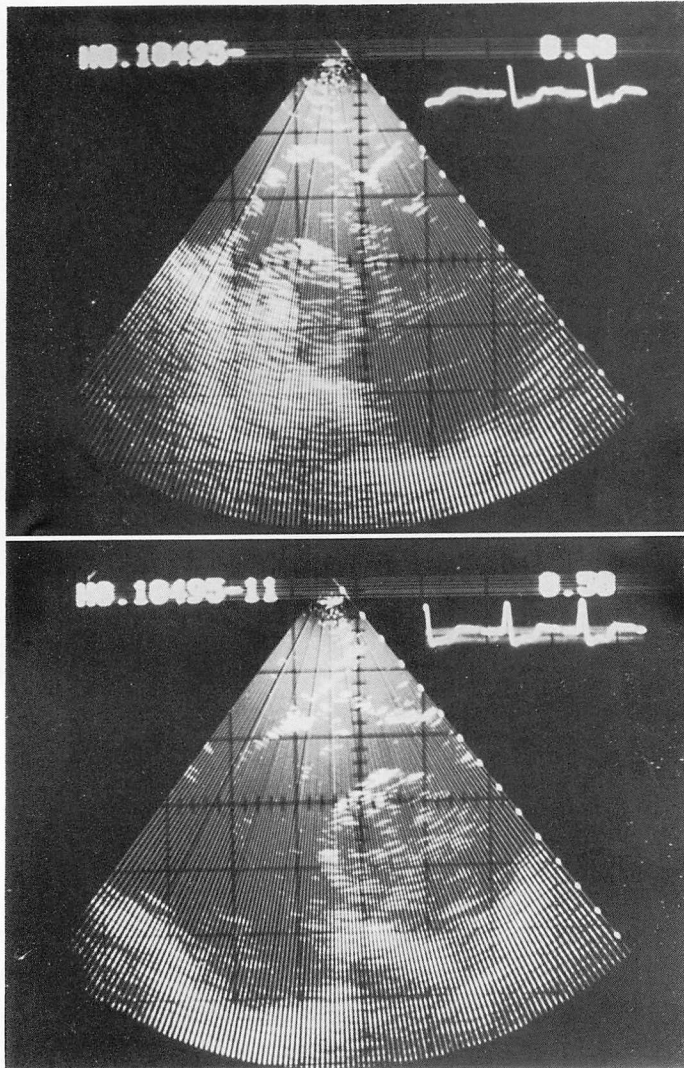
Two-dimensional echocardiogram taken on January 9.
